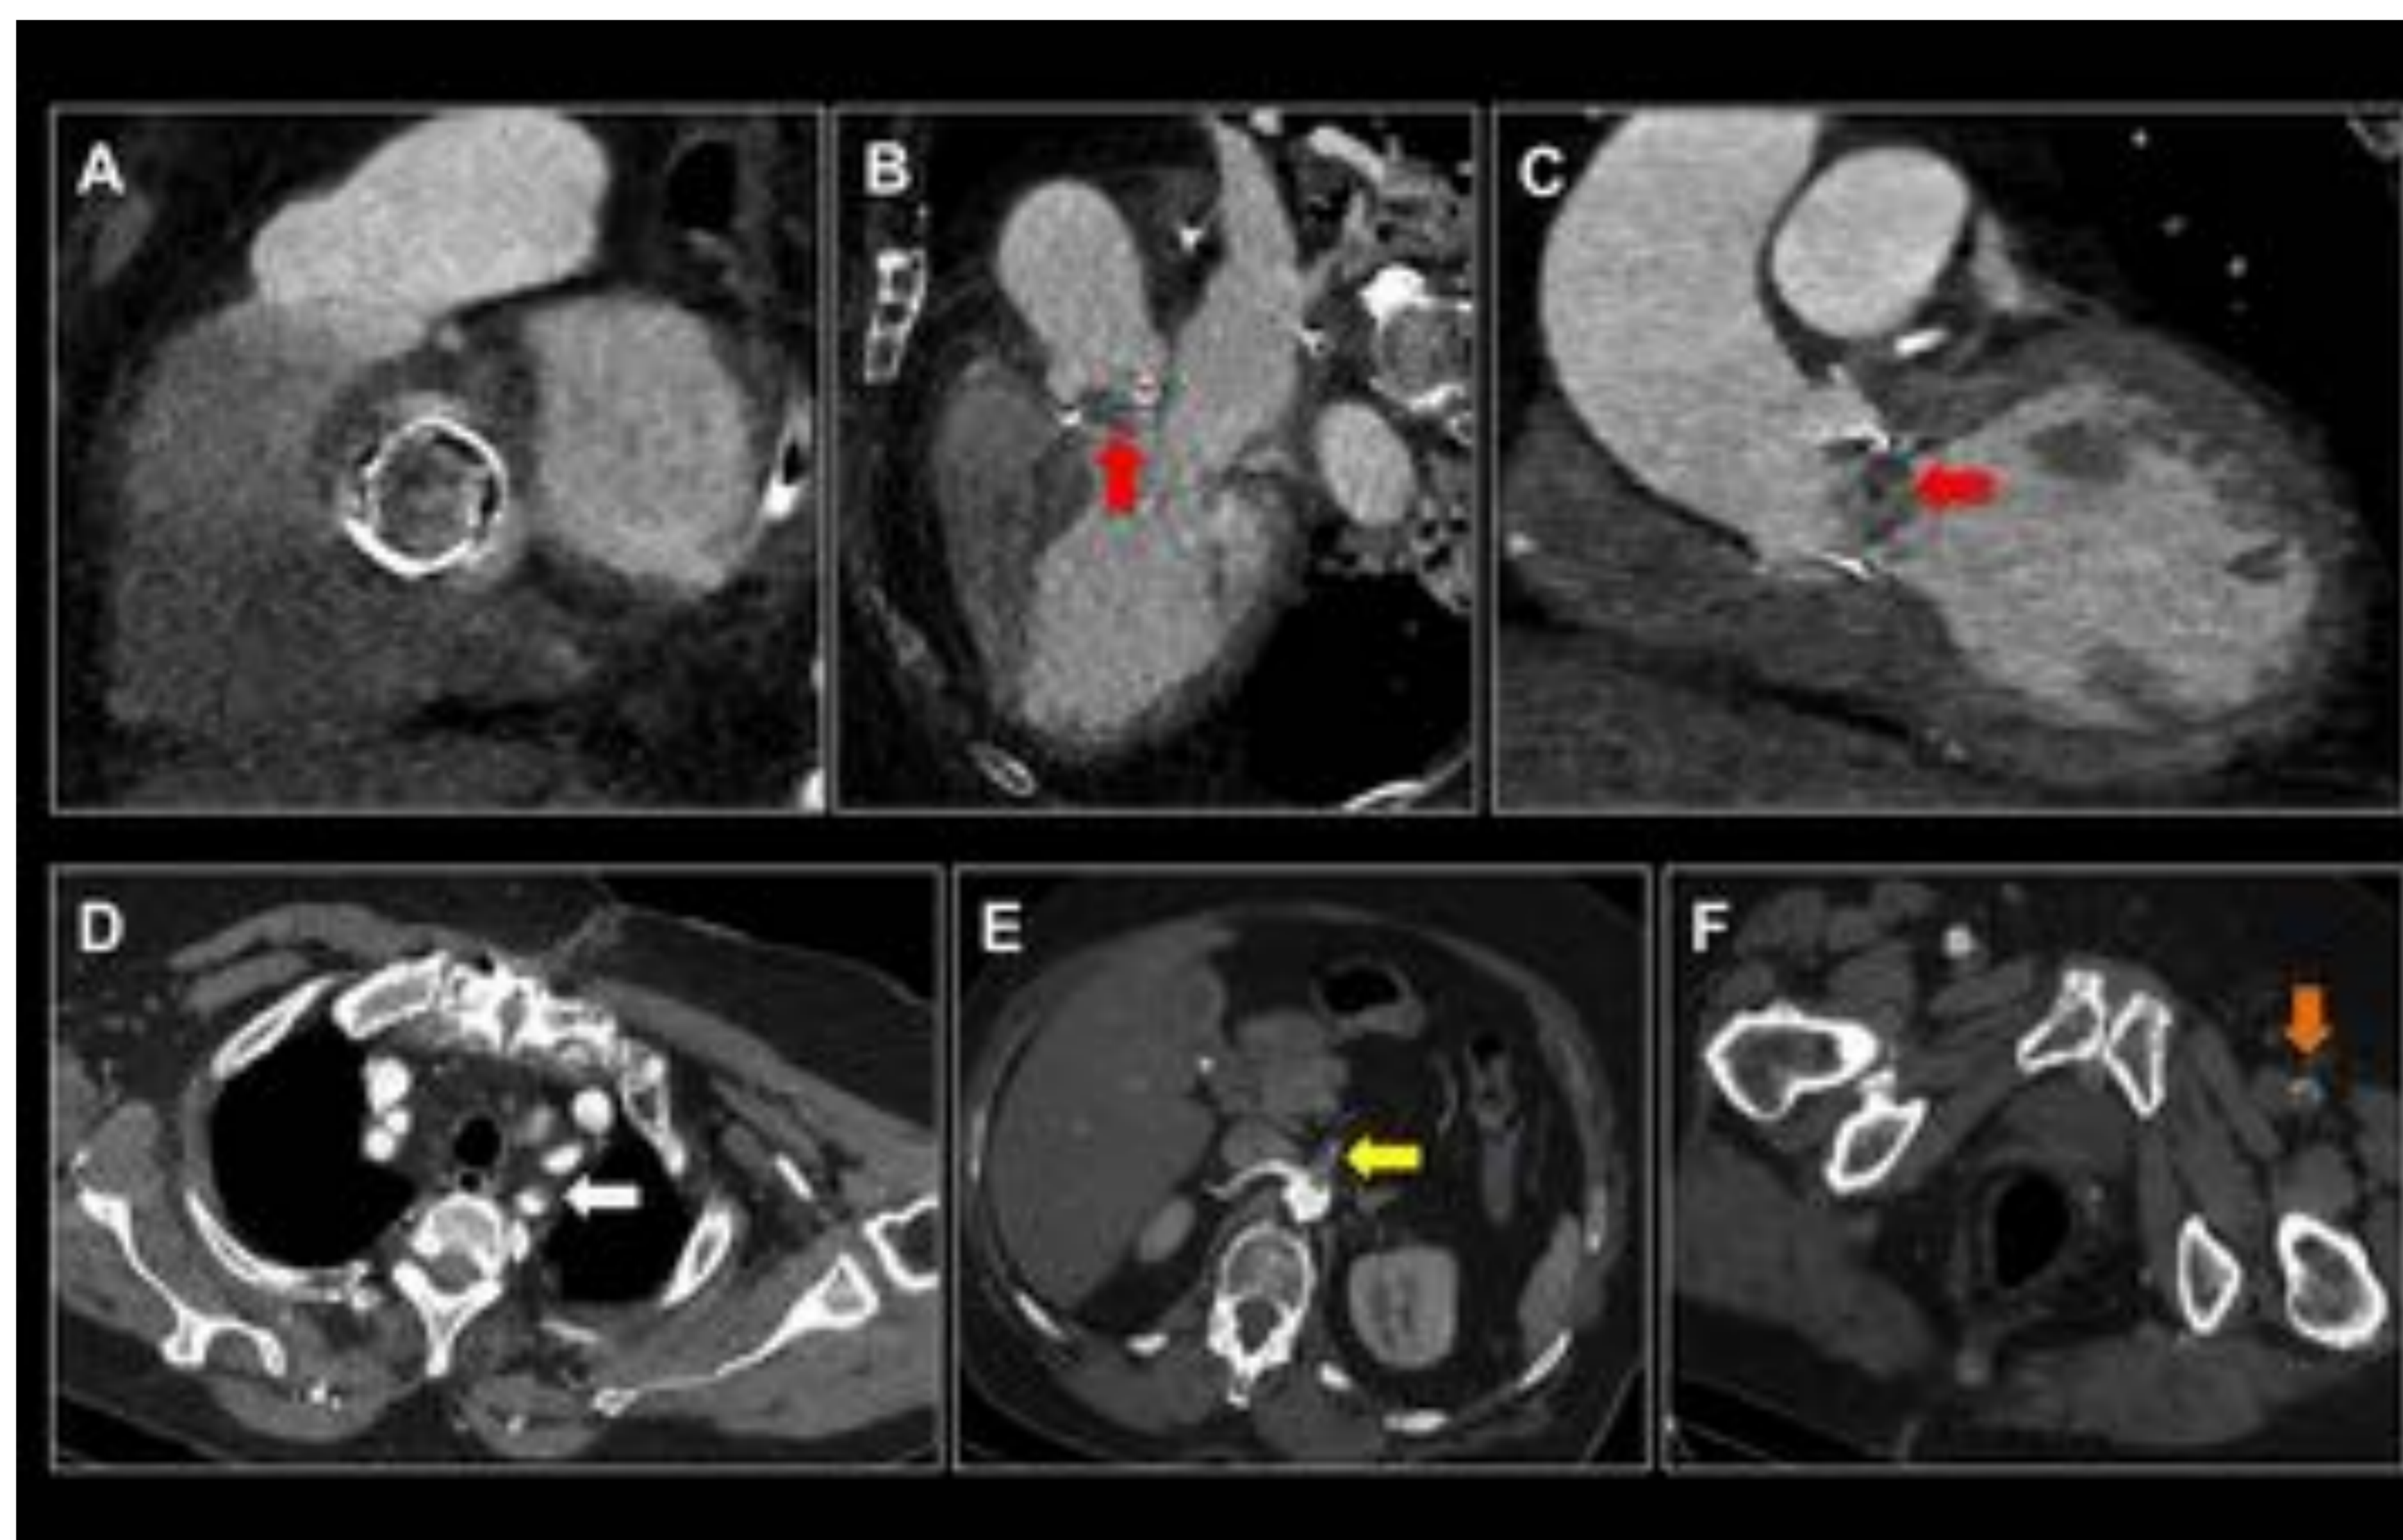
(A) Plano valvular aórtico, (B) MPR 3 cámaras y TSVI (C). (D) Axial TC tórax CIV, (E, F) Axial TC abdominopélvico CIV. Endocarditis de prótesis aórtica biológica con vegetaciones que ocupan la luz valvular (flecha roja). Trombosis en arteria subclavia izquierda (flecha blanca), arteria mesentérica superior (flecha amarilla) y arteria femoral común izquierda (flecha naranja). Hospital Universitario Central de Asturias.
